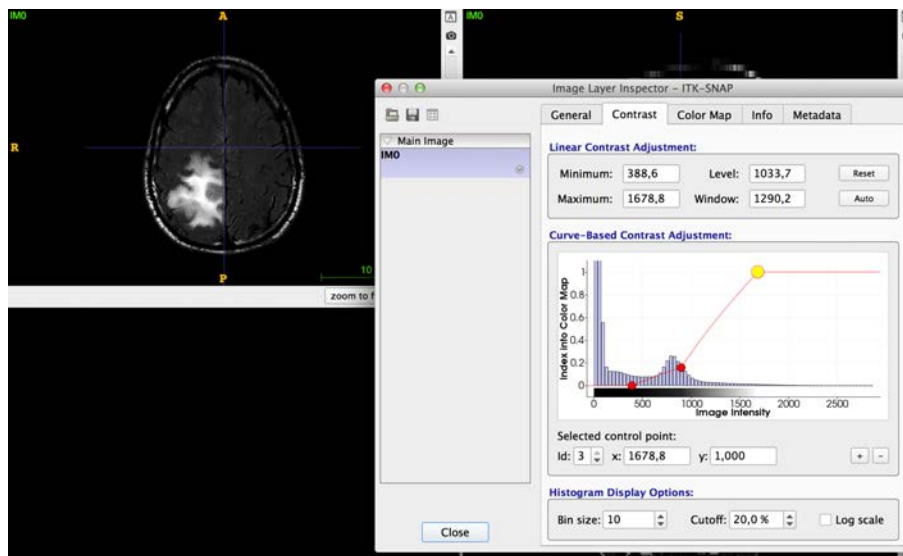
Exemple d’une LUT appliquée à une IRM en pondération FLAIR du test.
